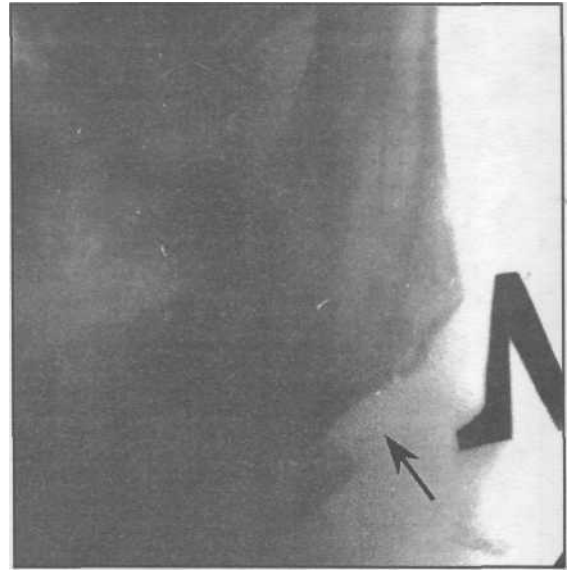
Рентгенограмма больного с переломом тела нижней челюсти.
